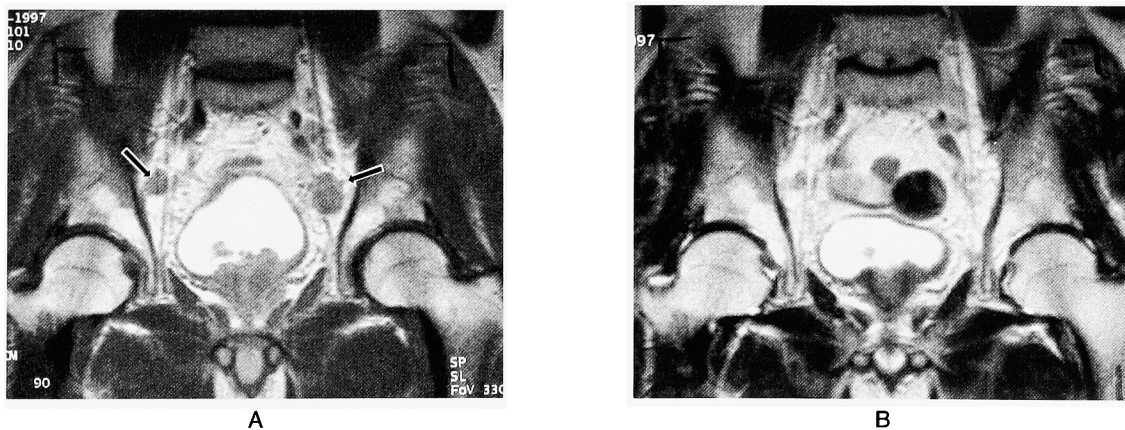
Prostate cancer, lymph nodes metastases pre- and post- hormonal treatment. Metastatic lymph nodes shrank after treatment. MR imaging with body coil or phased-array coil is useful in the evaluation of pelvic lymph nodes because of wide field of view compared that with ERC. arrows: lymph nodes.
